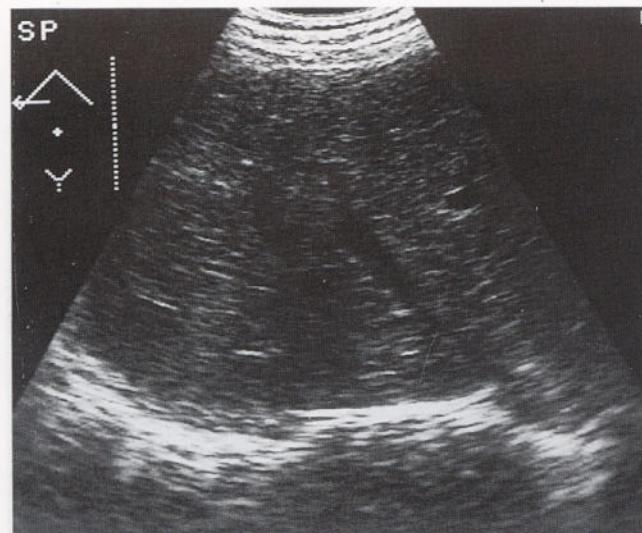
Ultrasonogram shows a round, 2.5×2.5 cm mass in the right hepatic lobe.
